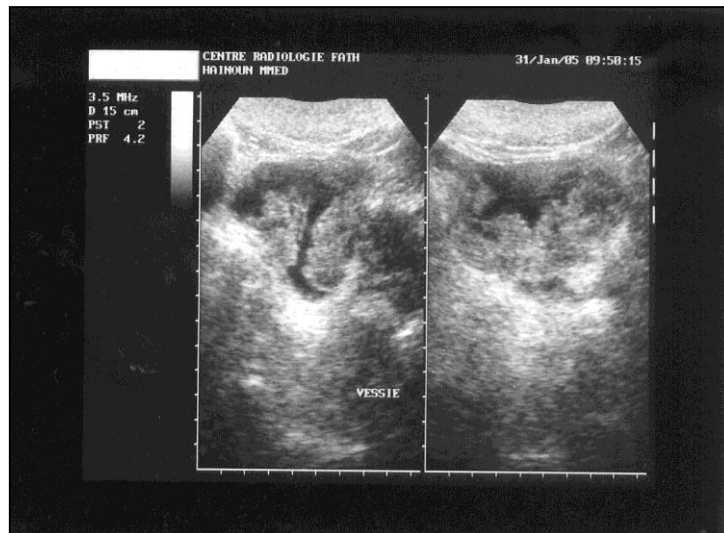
échographie vésicale montrant une tumeur infiltrante de la vessie
